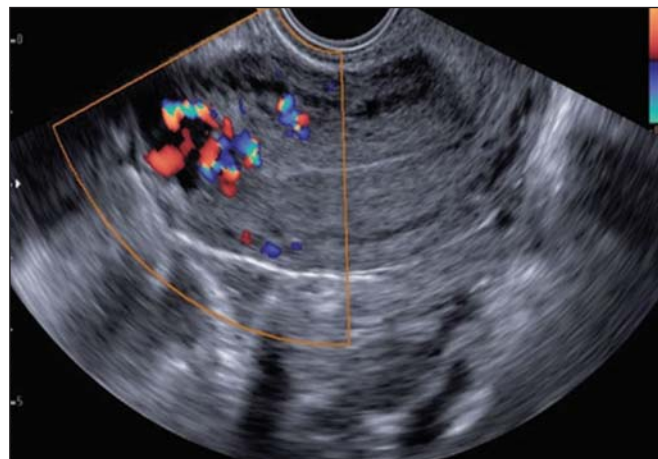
Ultrassonografia transvaginal feita em paciente no seguimento pós-molar, com elevação dos níveis de gonadotrofina coriônica humana. Nota-se a presença de áreas hipocogênicas no miométrio, lembrando o aspecto de “queijo suíço”, hipervascular na dopplerfluxometria, sugerindo caso de mola invasora.
